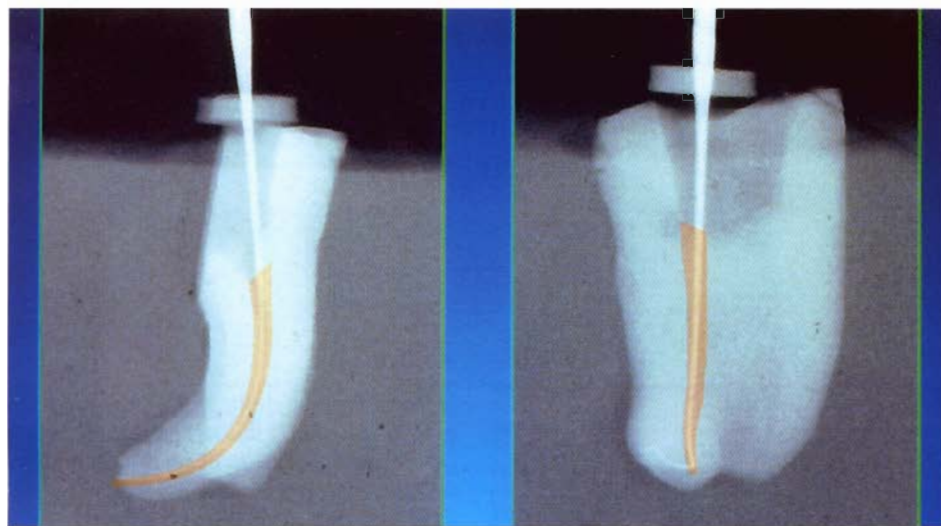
Analisi tridimensionale dei campioni, grazie a sovrapposizione e colorazione al PC delle due diverse serie di radiografie. In arancione il canale ottenuto dopo la sagomatura con un ProFile .04 e l'otturazione tridimensionale.
